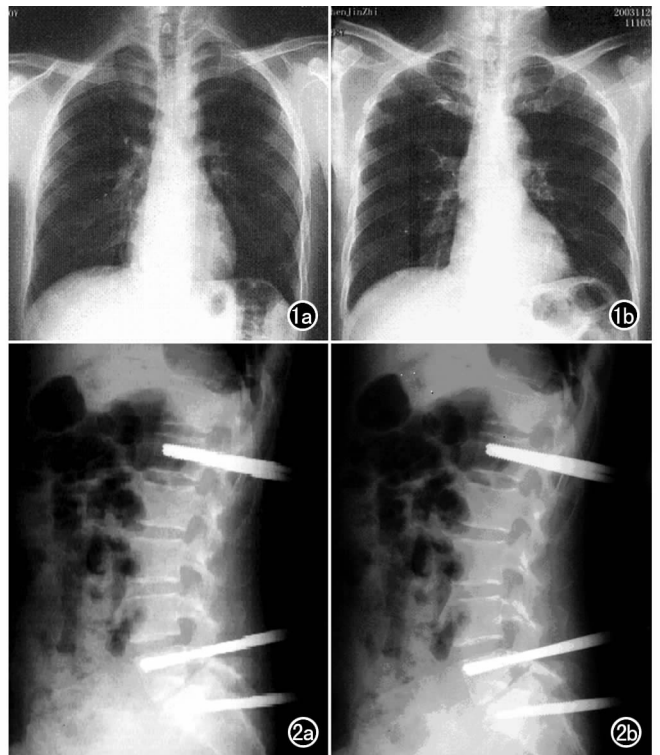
胸部平片显示变换后的图像对比度、清晰度较原始图像好。a) 原始图像; b) 变换后图像。图 2 腰椎侧位片示变化后的图像对比度、清晰度较原始图像好。a) 原始图像; b) 变换后图像。
